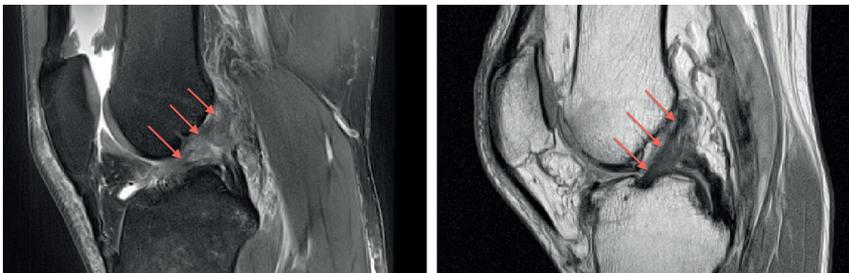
Linke Seite: MRT des verletzten Knies des Patienten: keine durchgehende schwarze Linie, deutet auf ein gerissenes ACL hin; rechte Seite: durchgehende schwarze Linie vom Schienbein zum Oberschenkelknochen = normales ACL einer gesunden Person
